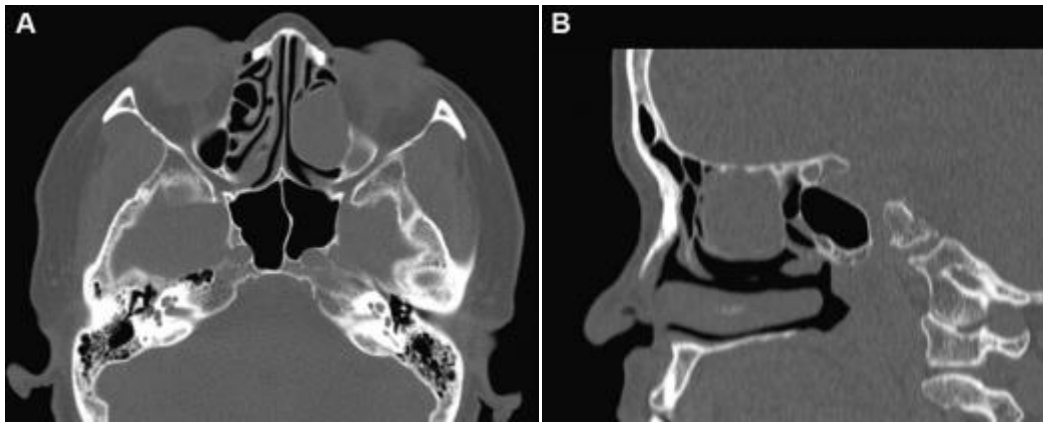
TDM du massif facial (A. Axial. B. Sagittal). Aspect radiologique typique de mucocèle ethmoïdale [49].
